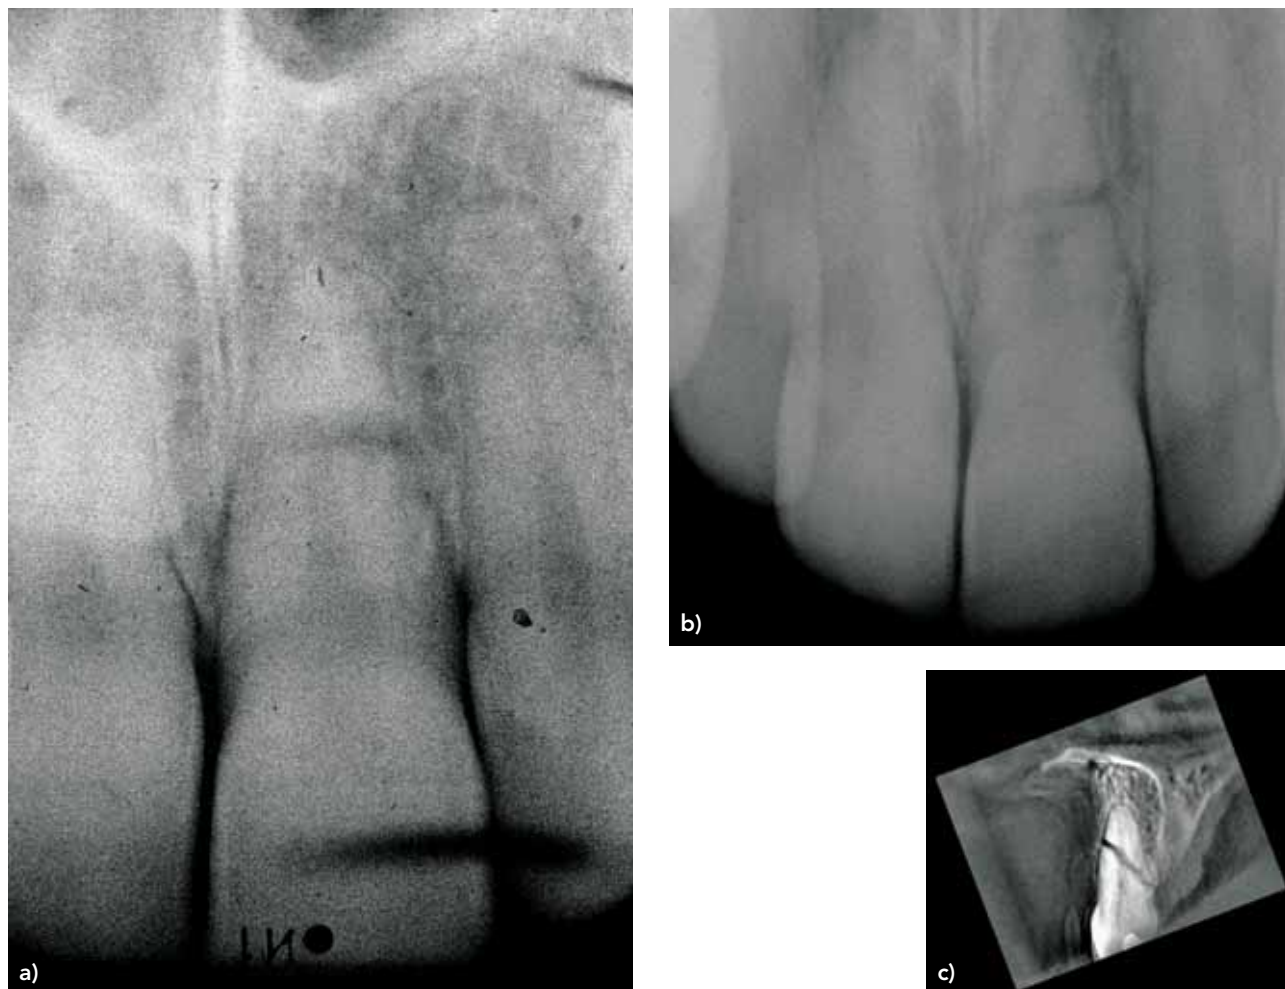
24-jähriger Patient mit Wurzelfraktur nach Schlägerei. Die konventionellen Röntgenbilder (Zahnfilmaufnahme [4a] und Okklusalaufnahme [4b]) zeigen einen Frakturverlauf im mittleren Wurzel Drittel. Hingegen zeigt die 3-D-Volumentomografie (4c) ganz deutlich den schrägen Verlauf der Wurzelfraktur in oro-fazialer Richtung und zusätzlich die Kommunikation der Fraktur mit dem marginalen Parodontium auf der palatinalen Seite.
